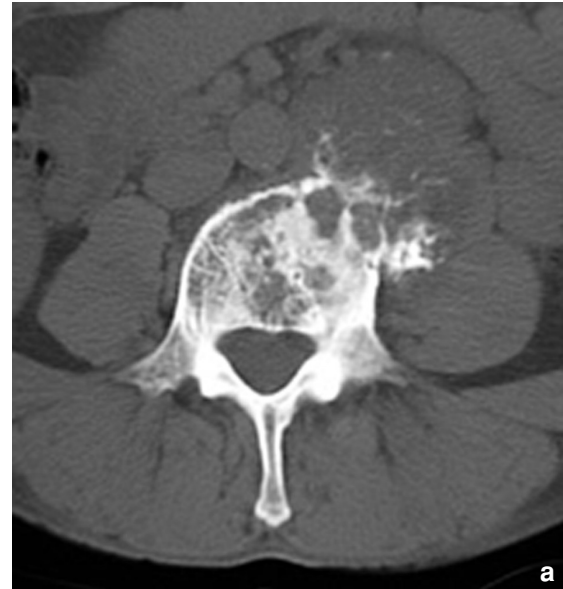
Chondrosarcome de L4. (a) Coupe axiale TDM : large masse développée à partir du corps vertébral avec rupture corticale et calcifications en arcs et anneaux. (b) Coupe axiale T2 : lobules cartilagineux de signal intense.
